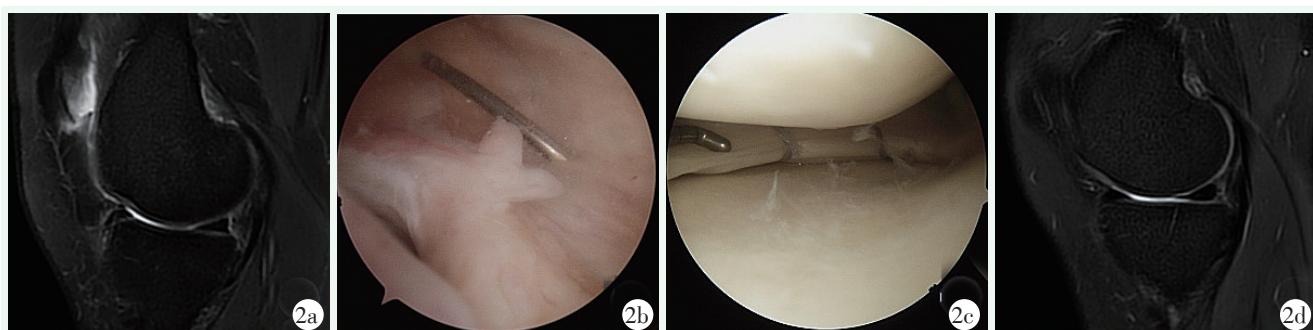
患者男性, 29岁, 镜下 Fast-fix 缝合半月板 Ramp 区 IV 型损伤。2a: 术前 MRI 显示内侧半月板后角滑膜缘 III 级线样高信号; 2b: 镜下探查见 Ramp 区 IV 型损伤; 2c: 应用 Fast-fix 间断垂直褥式缝合 2 针; 2d: 术后 1 年复查 MRI 显示 Ramp 区完全愈合。
